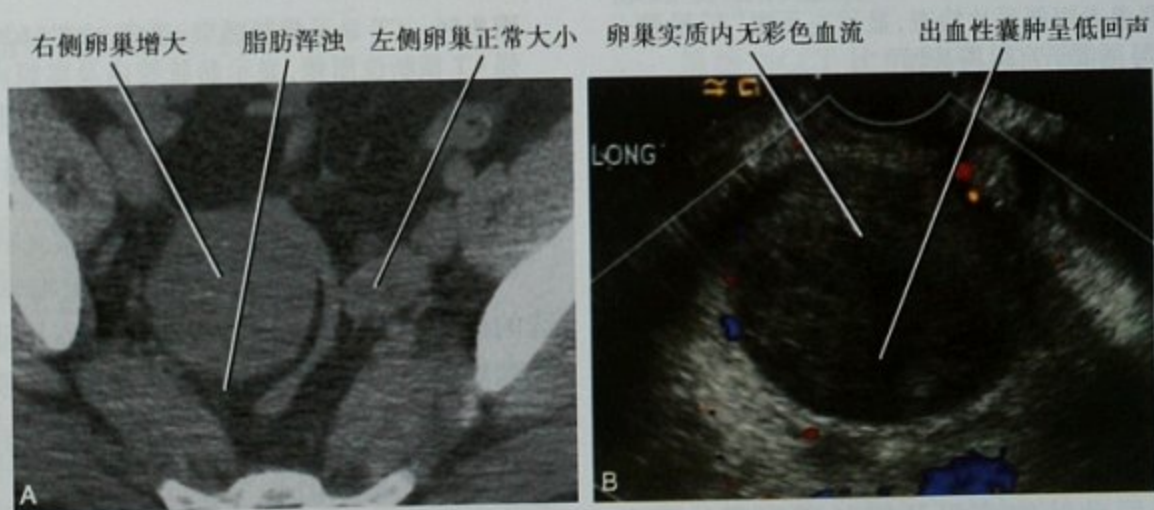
平扫 CT 诊断卵巢扭转。A. 右侧腹痛患者,平扫 CT 横断位图像显示右侧卵巢增大,邻近脂肪轻度浑浊;B. 经阴道超声彩色多普勒图像,显示右侧卵巢局部低回声出血性囊肿,但卵巢新月形实质内未见血流信号,手术证实为卵巢扭转伴出血性囊肿
